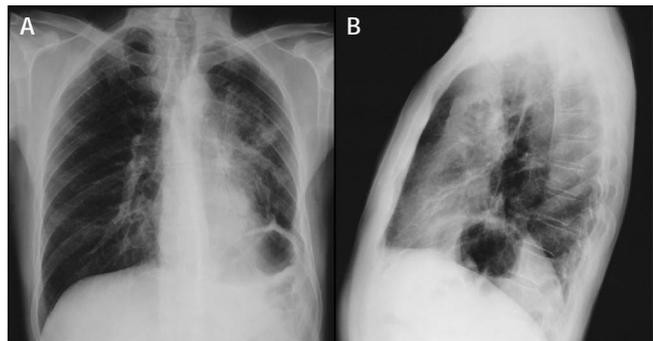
Telerradiografia de tórax PA e perfil esquerdo à entrada.
